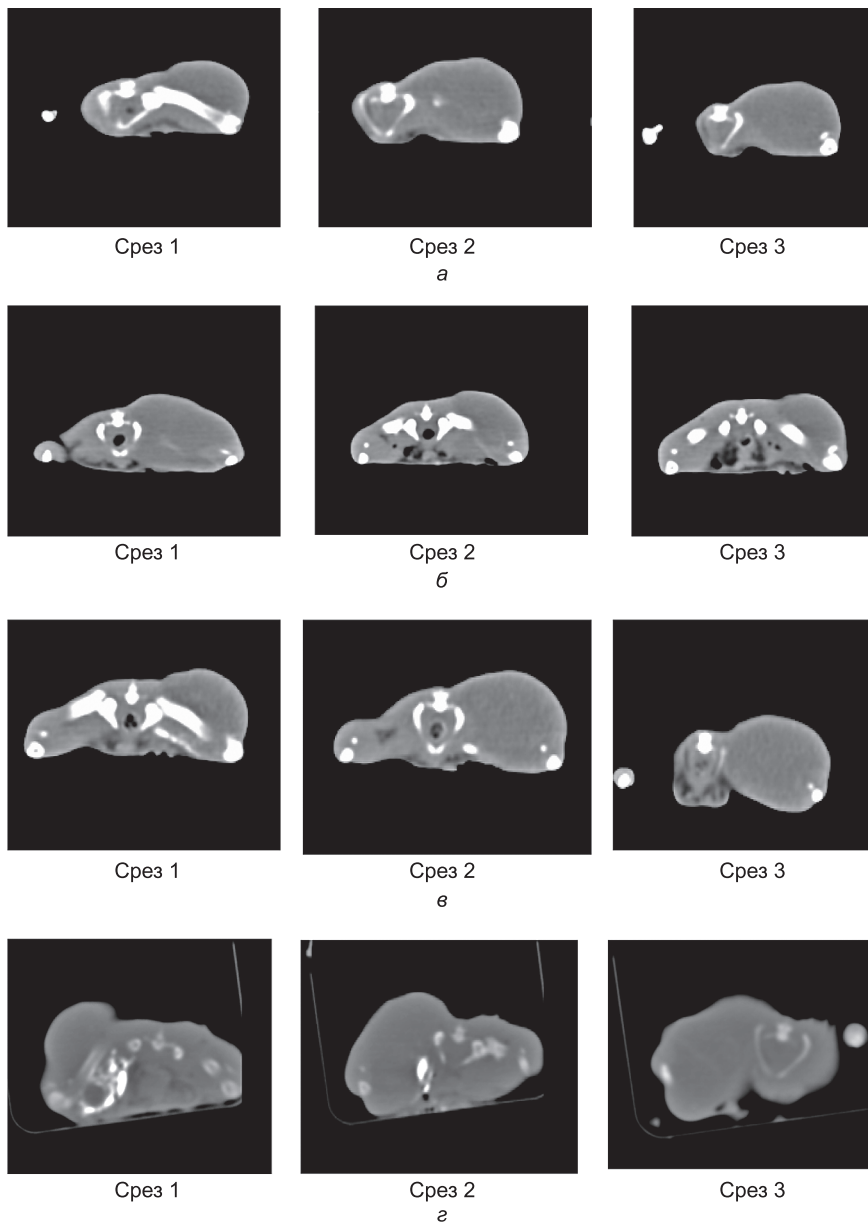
Результаты КТ-контрастирования сосудистого рисунка в ткани в/м РС-1 после введения препарата Линододол в бедренную артерию в дозах 0,1 мл и 0,5 мл на лапку в сравнении с физиологическим раствором.
